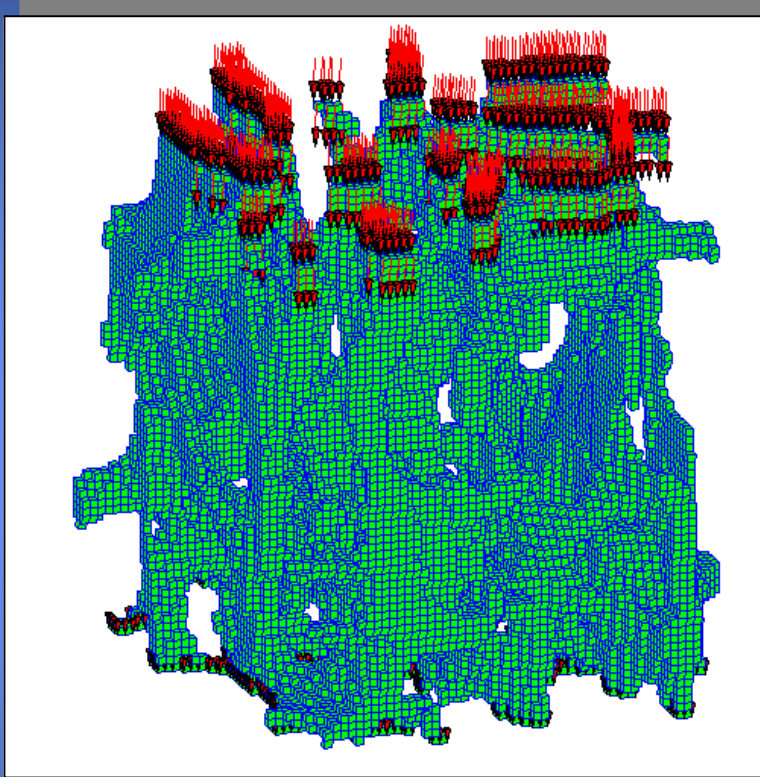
Image tomographiée de l'échantillon 48M, 64*64*64
